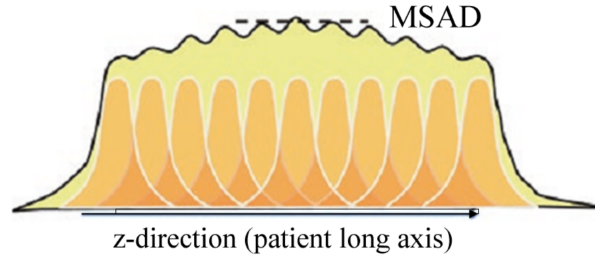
Métrica MSAD utilizada en dosimetría CT. Pueden observarse las contribuciones individuales de los diferentes slices a la dosis neta a medida que la camilla se mueve en dirección axial (z) a lo largo de la longitud escaneada del paciente. La figura fue extraída del texto de Peet y Edyvean [111].
